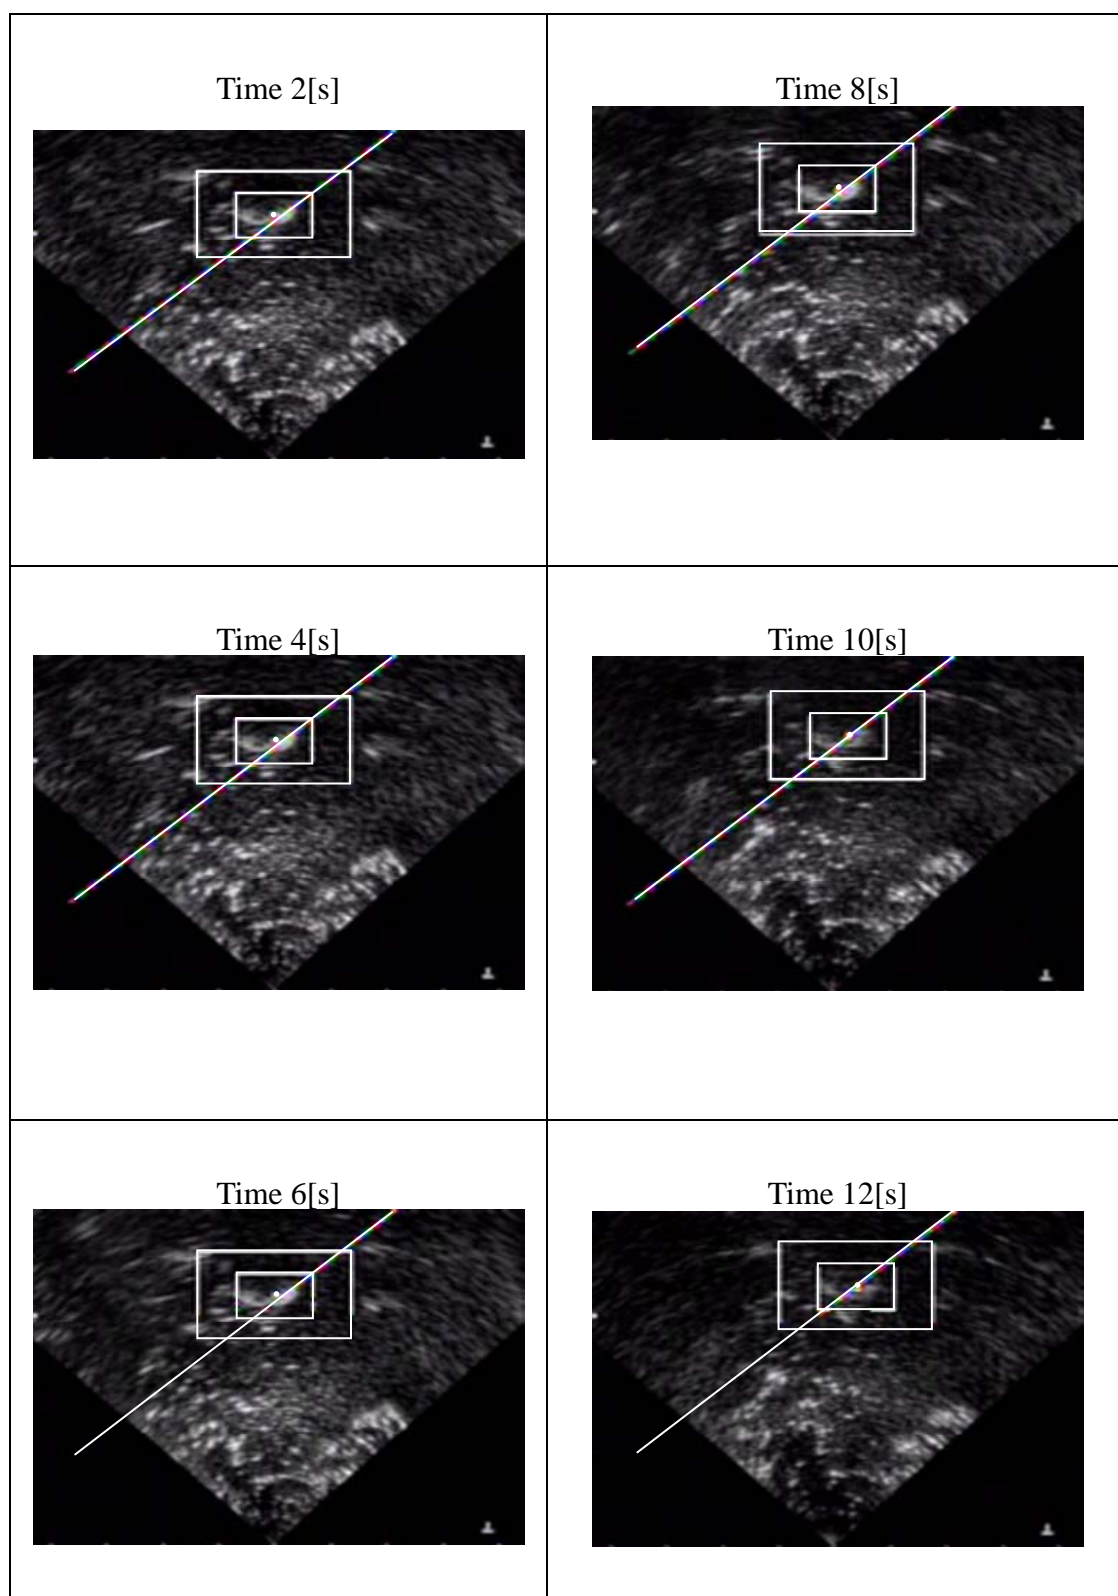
Ultrasound image during experiment
